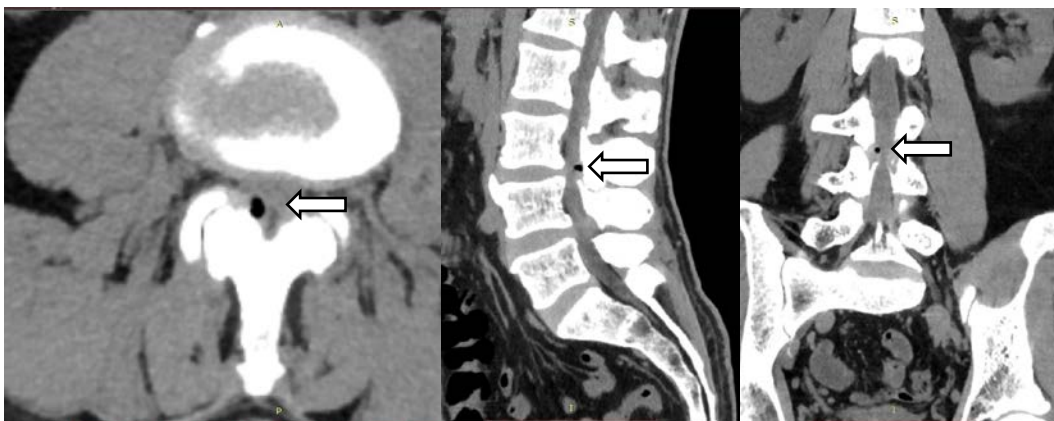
МСКТ полипроекционный скан на уровне L_{III} и L_{IV} – определяется газ в просвете позвоночного канала (стрелка). Спондилоартроз L_{IV}–L_V III степени. Спондилёз
